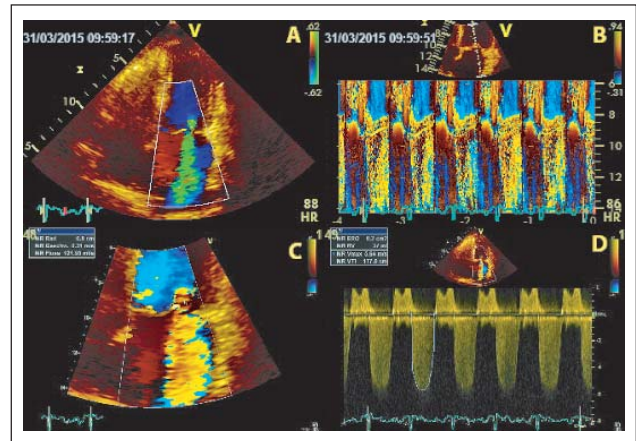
(a): Darstellung der Mitralinsuffizienz in der Übersicht; (b): Im M-Mode holosystolische Insuffizienz bei gleichbleibendem PISA-Radius; (c): Messung des PISA-Radius im Zoom; (d): Berechnung der Regurgitationsfläche (ERO) und des Regurgitationsvolumens (RV) anhand des CW-Dopplersignals.
